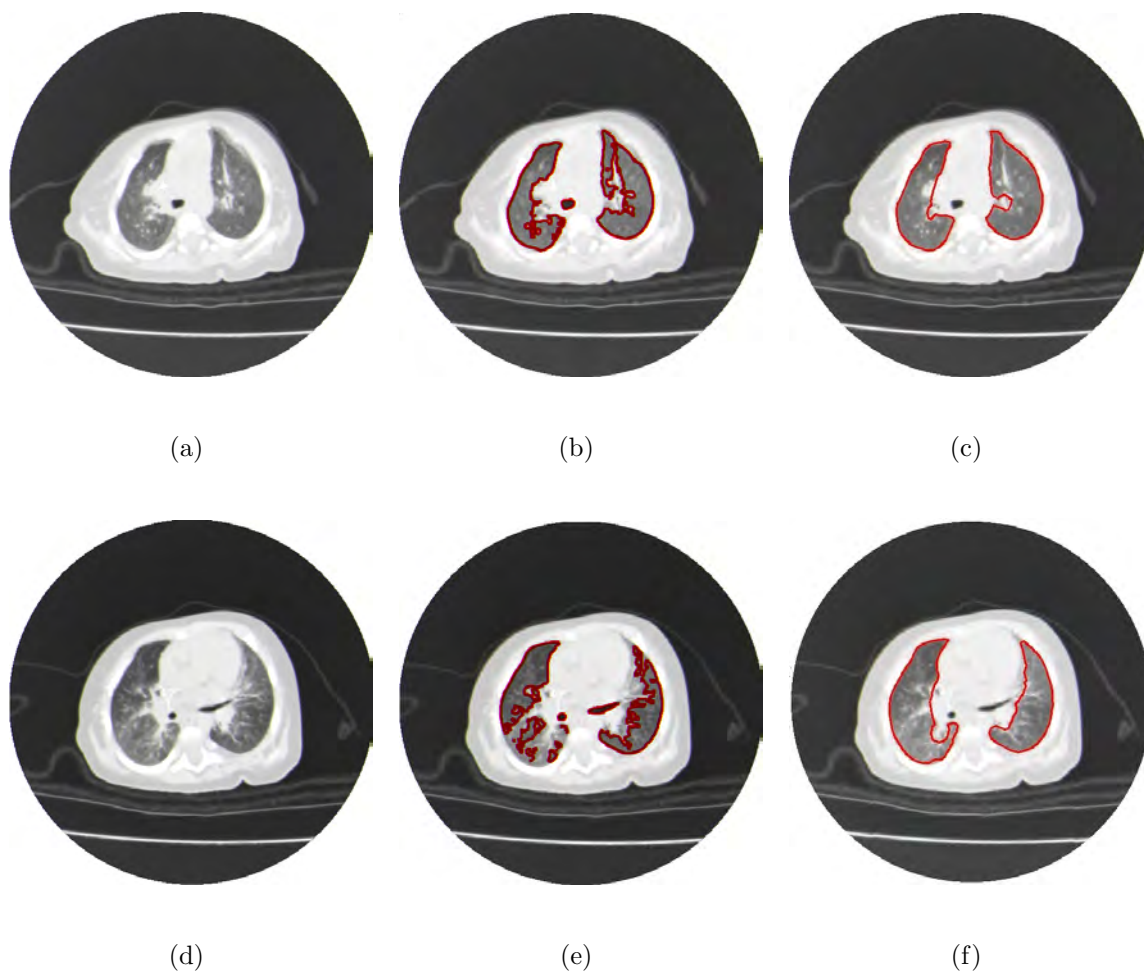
exemplos de segmentação dos pulmões em imagens de TC com Fibrose, sendo a) e d) imagens originais. As regiões do pulmão com Fibrose são excluídas da região pulmonar no método Crescimento de Regiões 3D conforme apresentado em b) e e), o que não acontece utilizando o MCA Crisp Adaptativo 3D, cujo os resultados são apresentados em c) e f).
